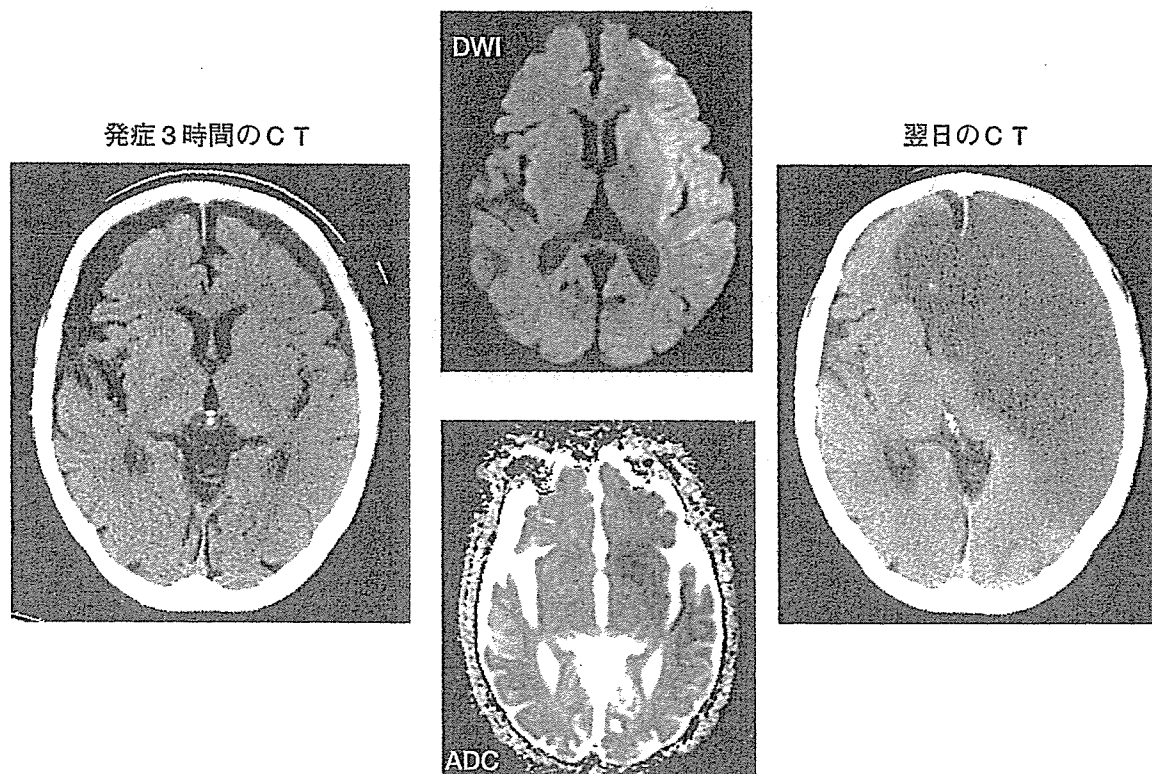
Early CT sign と MRI
